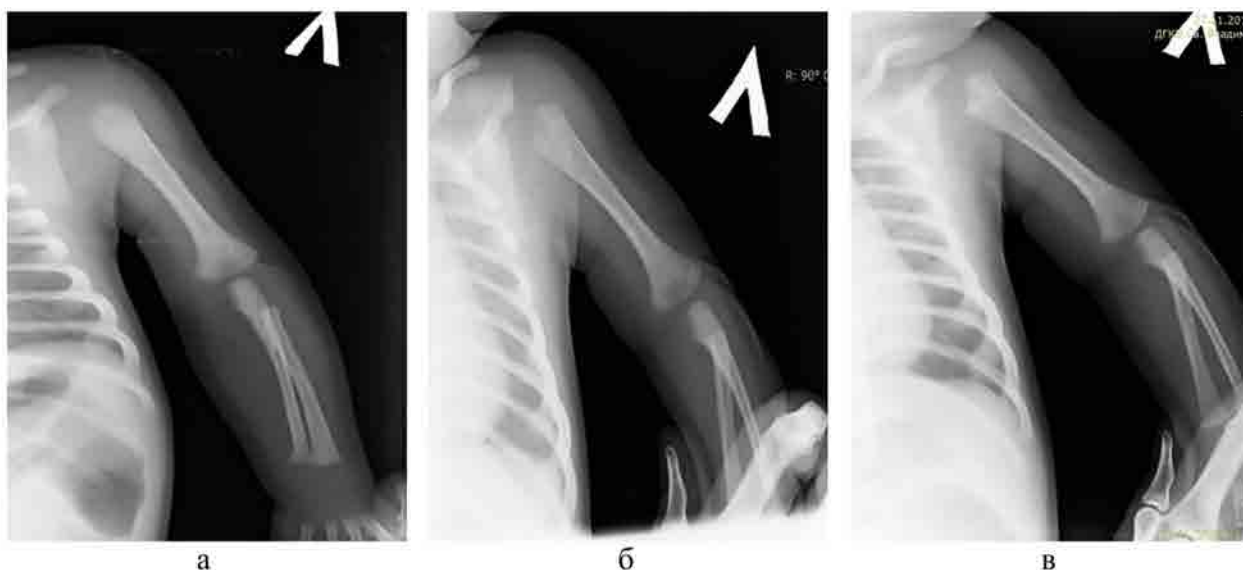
Рентгенограммы левой верхней конечности в прямой проекции пациента С. 30 сут. жизни с ОГО: а – 8-й день заболевания, деструкции в проксимальном метафизе левой плечевой кости убедительно не определяется (по данным УЗИ отек мягких тканей и дефект метафиза); б – 15-й день заболевания, впервые выявлен очаг деструкции; в – 59-й день заболевания, репарация очага с остаточной деформацией метафиза
